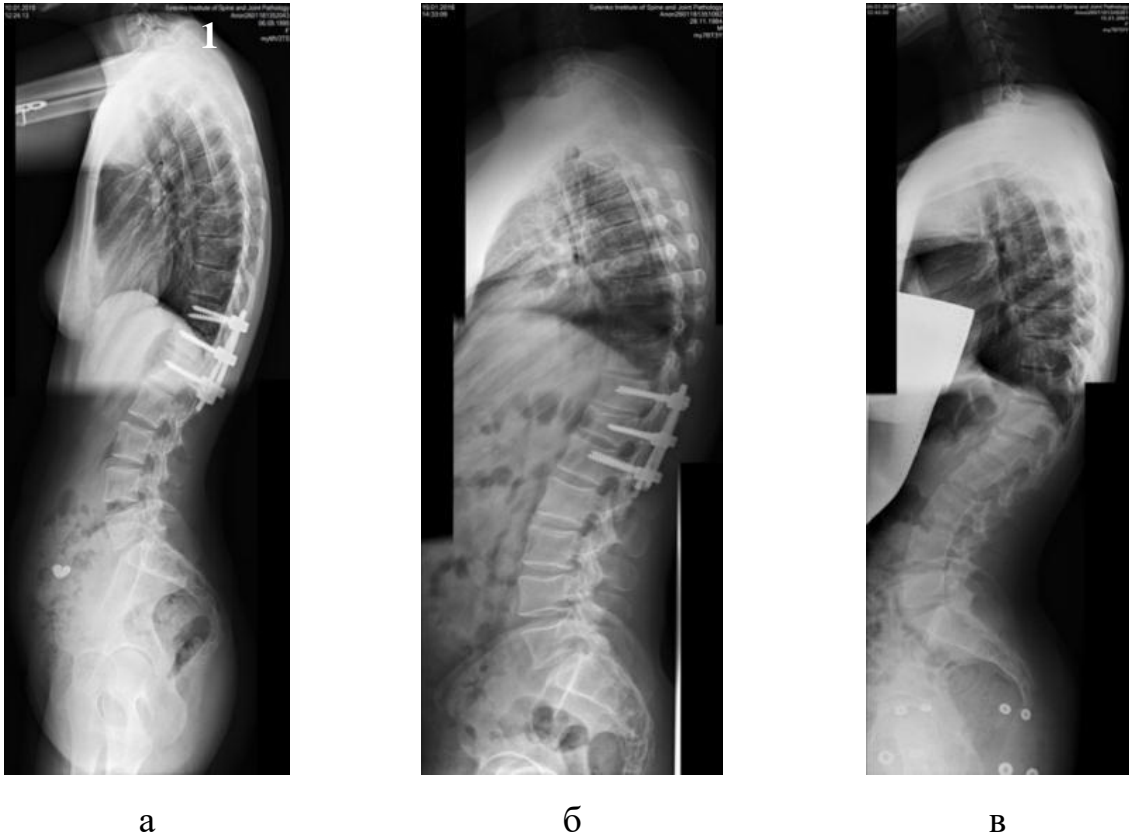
Рентгенограми хворої Б., історія хвороби № 87990. Показники сагітального балансу хребта: а) після операції: SVA — 1,0 см, PI–LL — 10°; б) через 12 міс. після операції: SVA — 1,2 см, PI–LL — 10°; в) після видалення конструкції: SVA — 1,5 см, PI–LL — 15°
